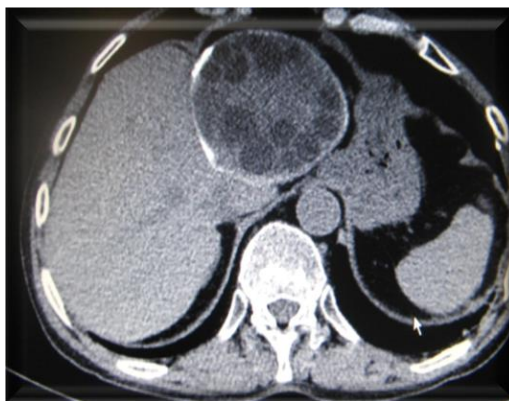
МРТ. Рецидивный эхинококк печени. Кистозные образования неправильно—округлой формы с четкими неровными контурами, толстой многослойной капсулой и нагноением внутренних перегородок
